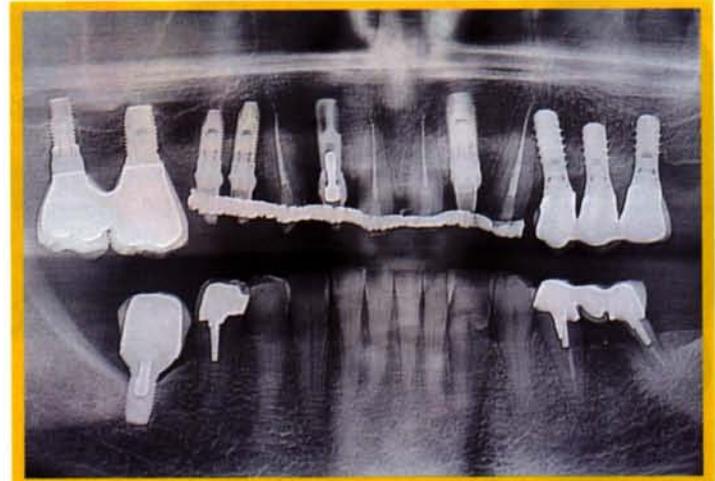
Vérification radiographique
